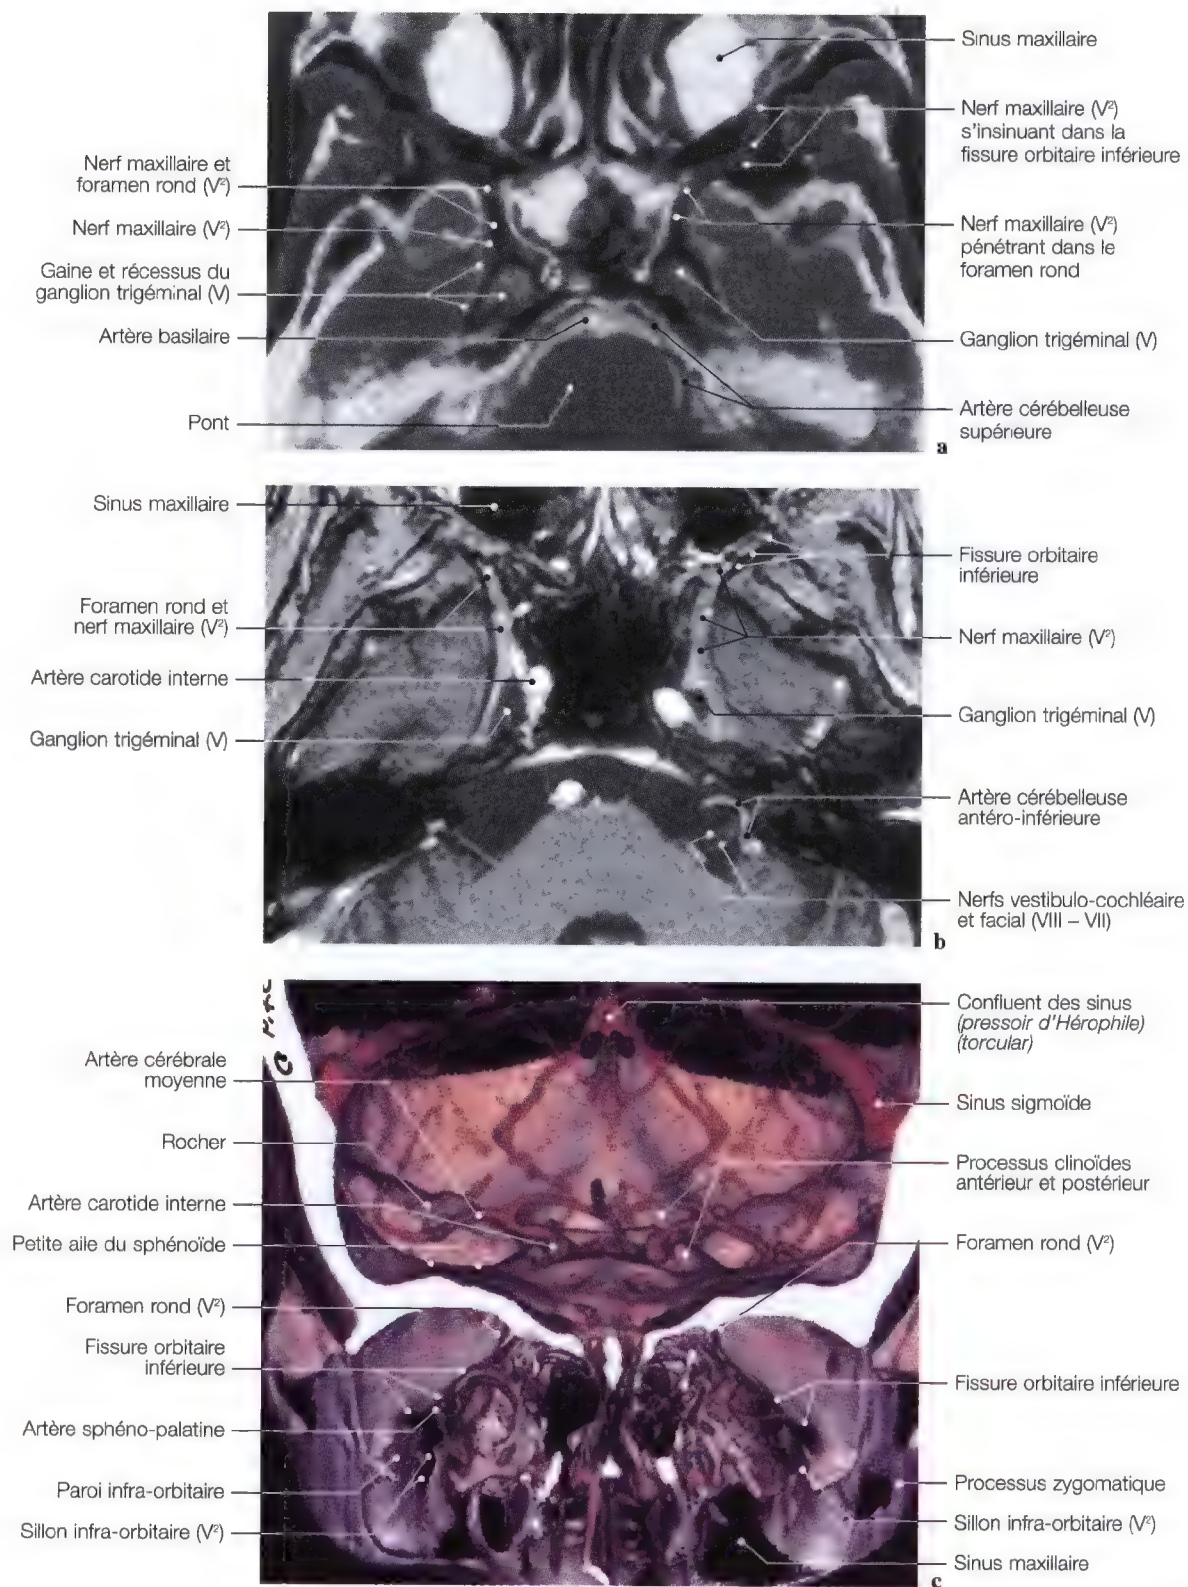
a – c. IRM en vues axiales (a, b) des nerfs maxillaires (V²) et des foramens ronds; imagerie en vue frontale (c) de la vascularisation du nerf maxillaire (V²). (IRM et imagerie: Pr. C. Marsault, Dr. M. Sahel, Groupe Hospitalier Salpêtrière, Paris, France)
